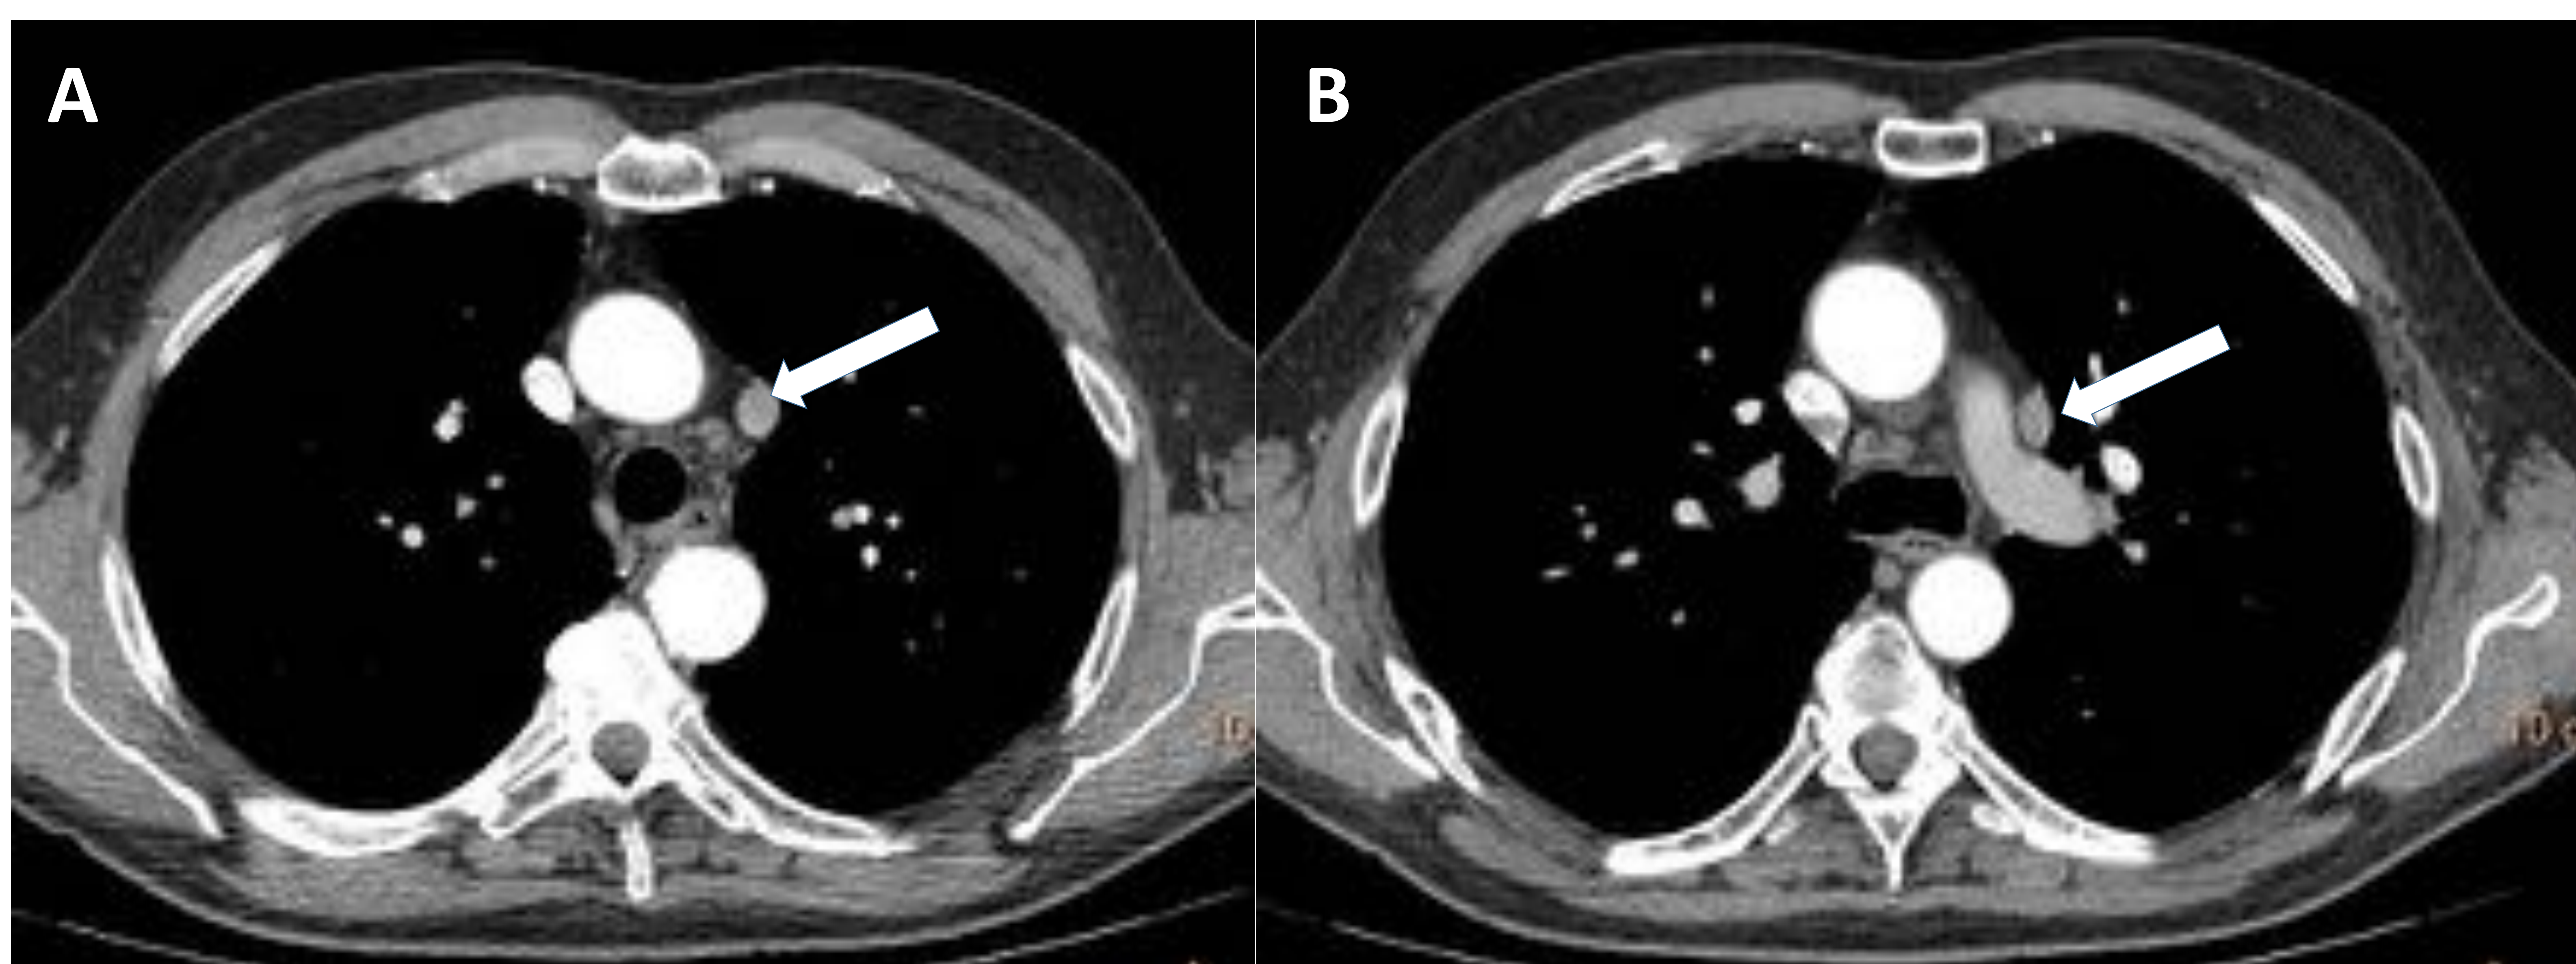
TC torácica axial con CIV. A) Se observa una imagen redondeada de densidad partes blandas situada paratraqueal izquierda (flecha). B) Se continúa inferiormente situándose adyacente a la salida de la arteria pulmonar izquierda (flecha).
